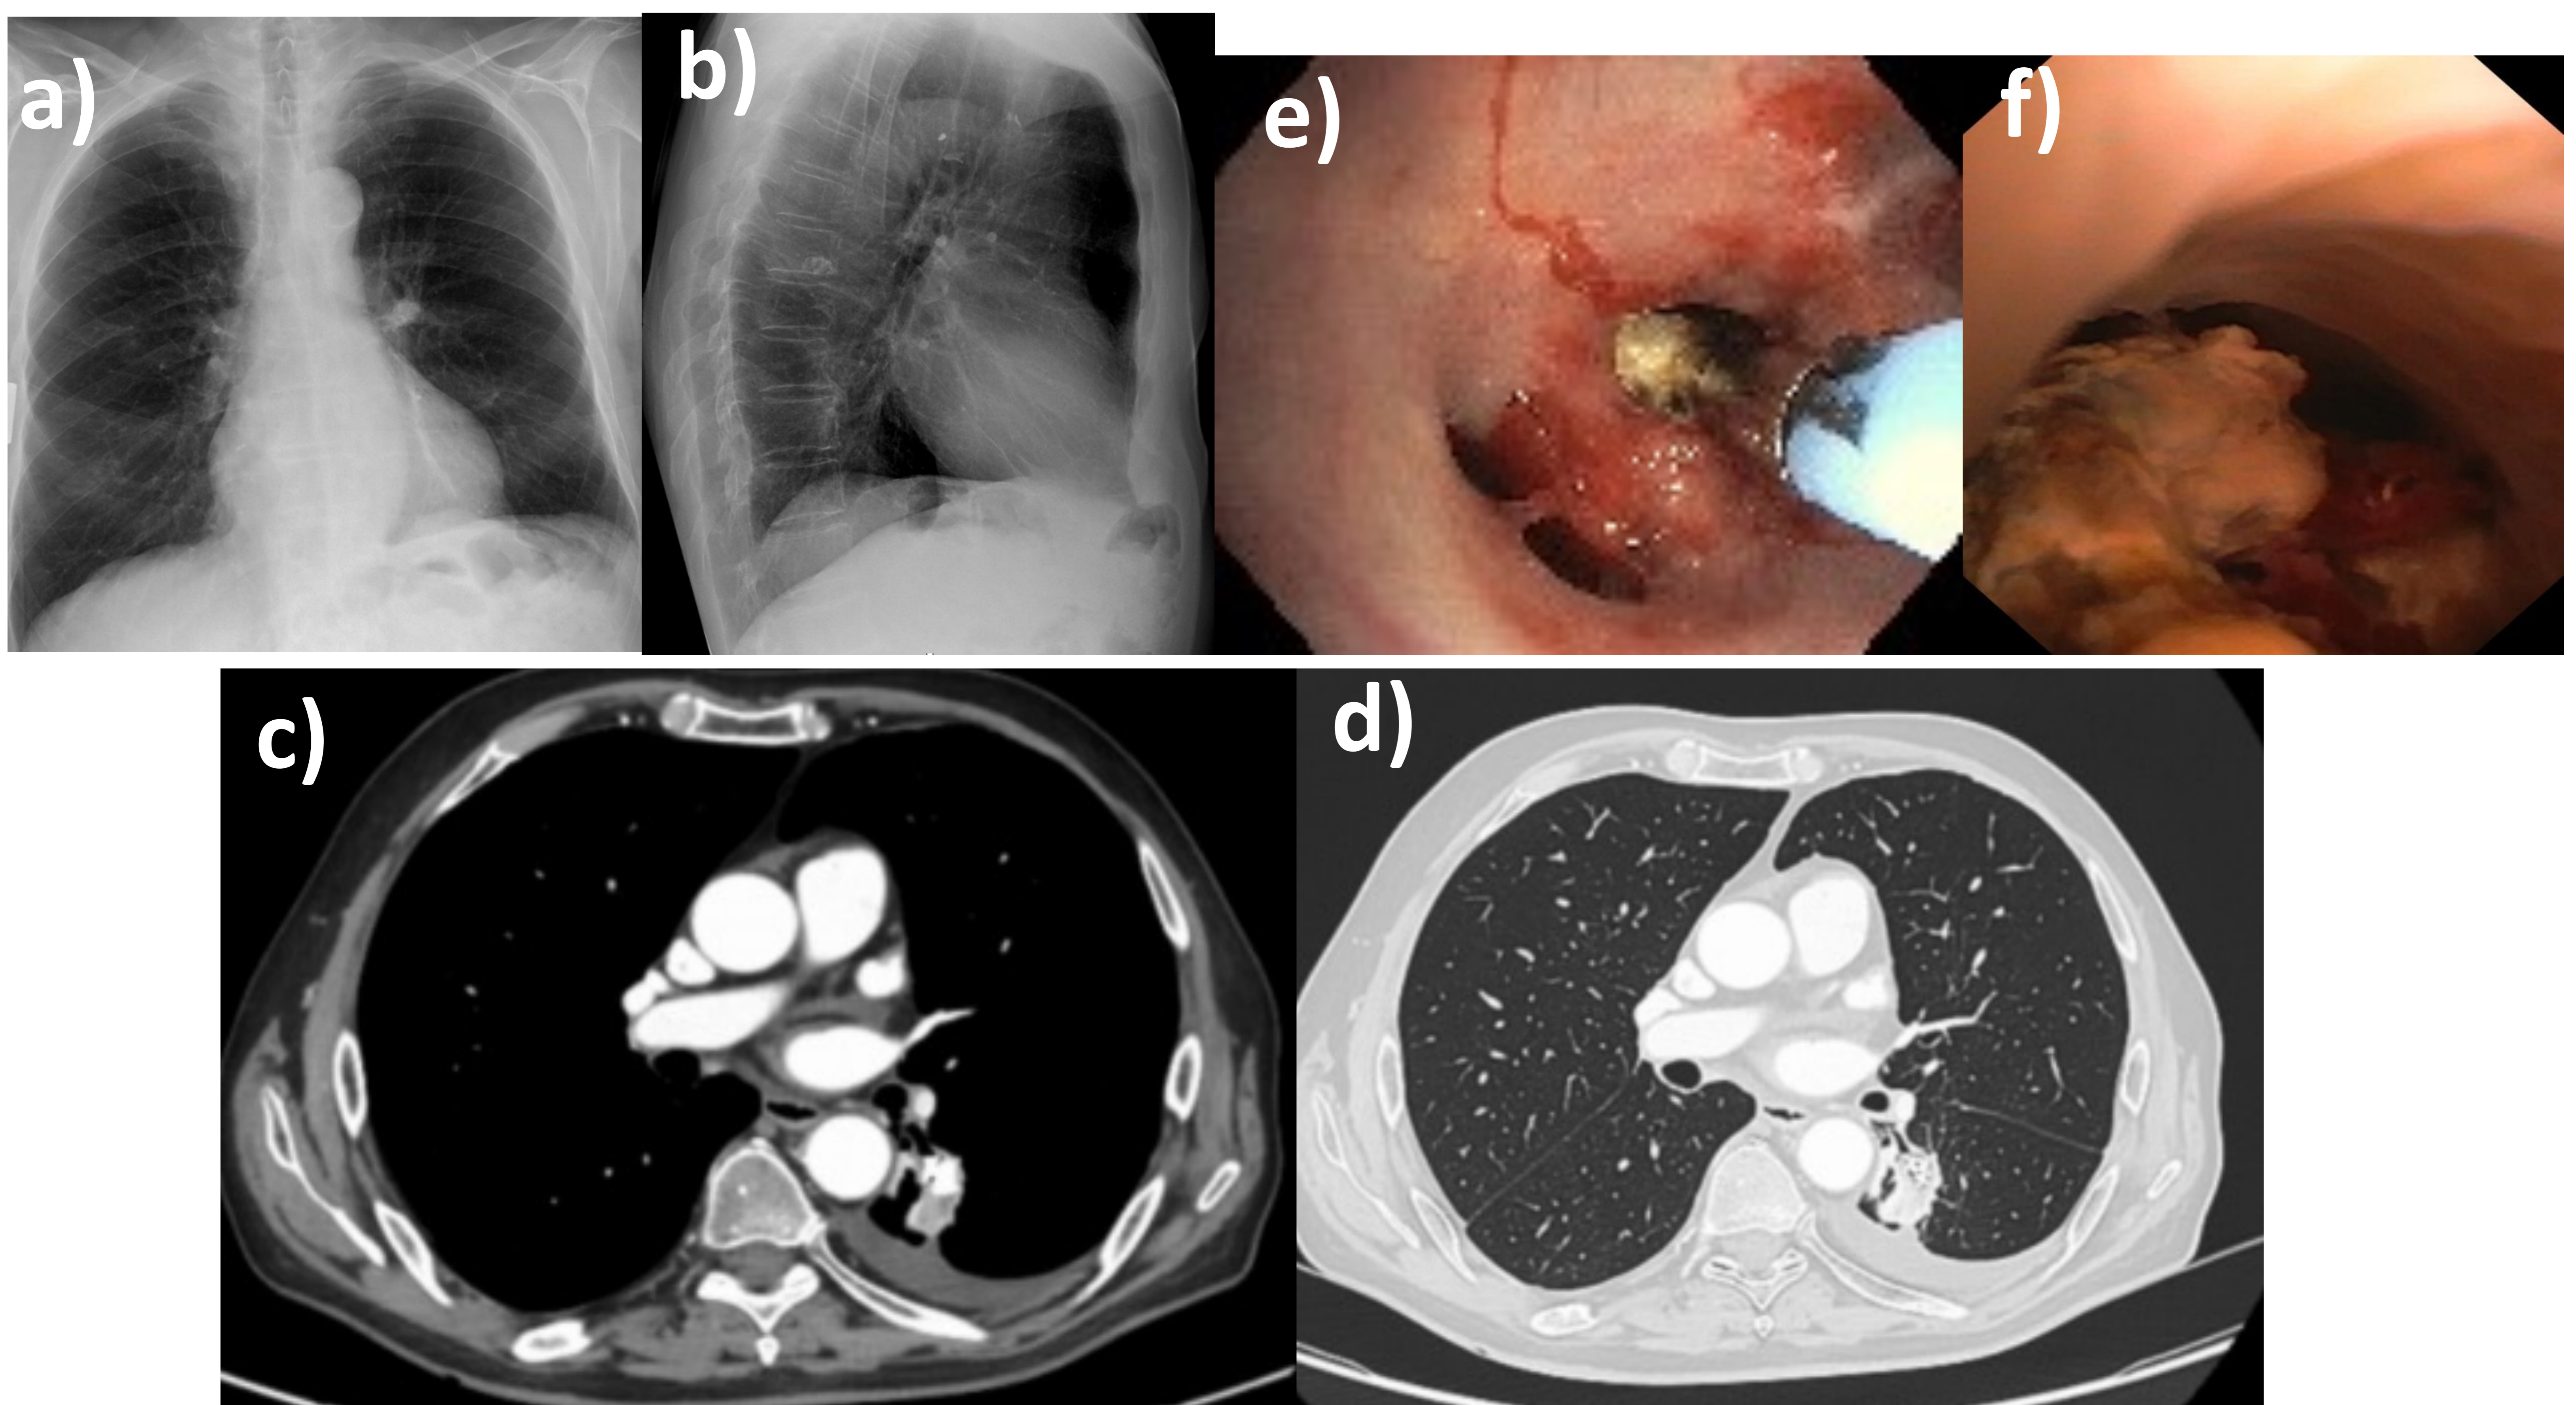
Radiografía de tórax en proyección PA (a) donde se visualiza una imagen de alta densidad sobre el hilio izquierdo que en la proyección lateral (b) se sitúa sobre un cuerpo dorsal. Para completar el estudio se realiza TC de tórax con contraste intravenoso en ventana de mediastino (c) y de pulmón (d) donde se observa en el segmento VI izquierdo una lesión con zonas de densidad calcio en su interior que se acompaña de derrame pleural ipsilateral. Correlación con los hallazgos en la broncoscopia (d y e) donde se identifica que la lesión visible en la TC tiene una localización endobronquial. Finalmente resultó ser una pieza dental.
